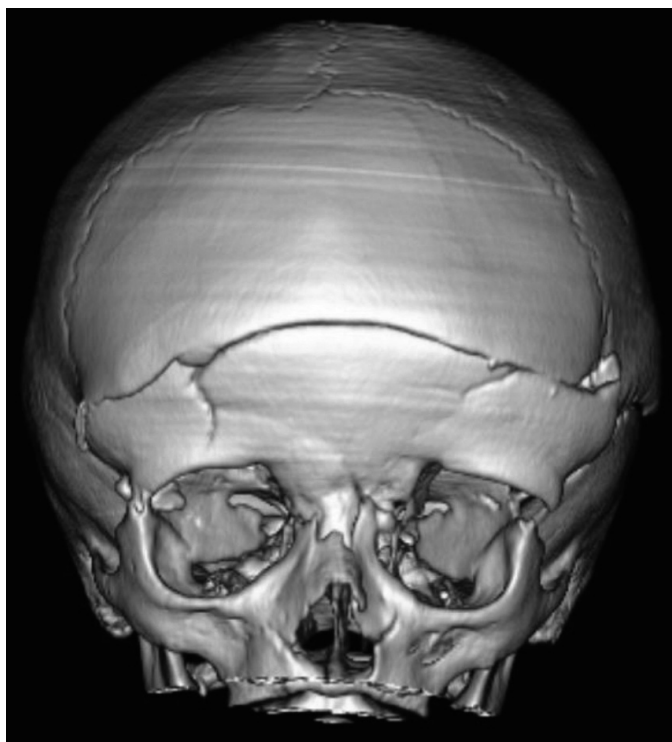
КТ. 3D зображення. До лікування. Фронтальна проекція.
